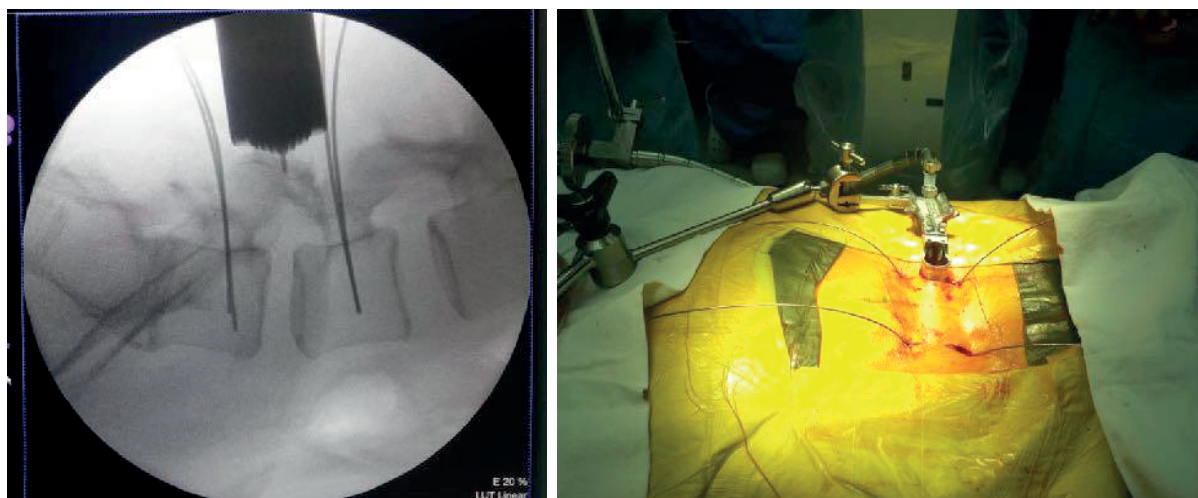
Установка тубусного расширителя при TLIF- доступе - слева рентген-контроль, справа внешний вид после установки тубусного расширителя и спиц для проведения канюлированных винтов (фото из личного архива авторов)
